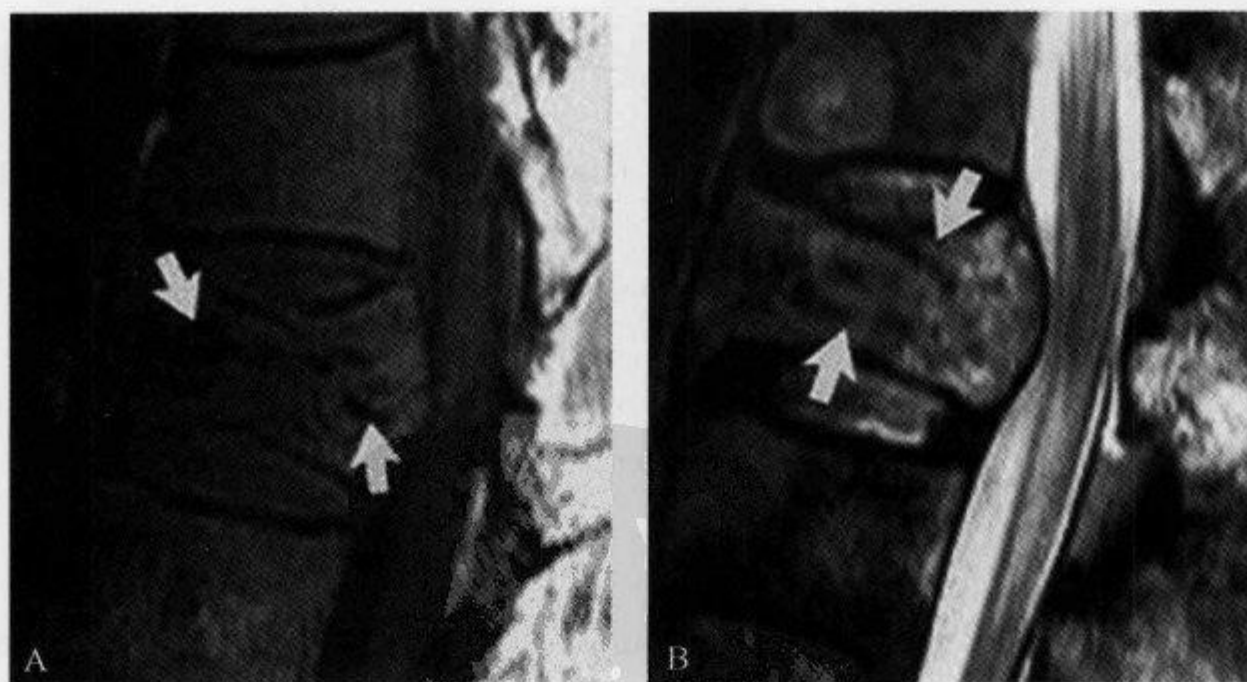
MRI T_1 WI 及 T_2 WI 示“流空征”
